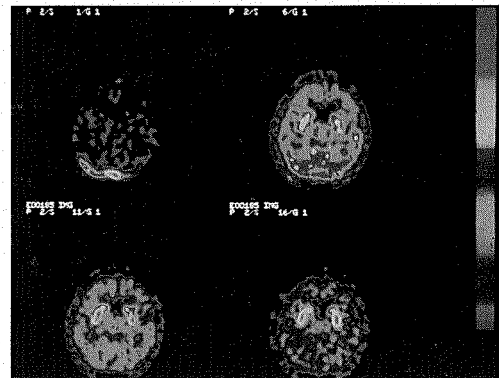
^{18}F -L-DOPA の PET 像
